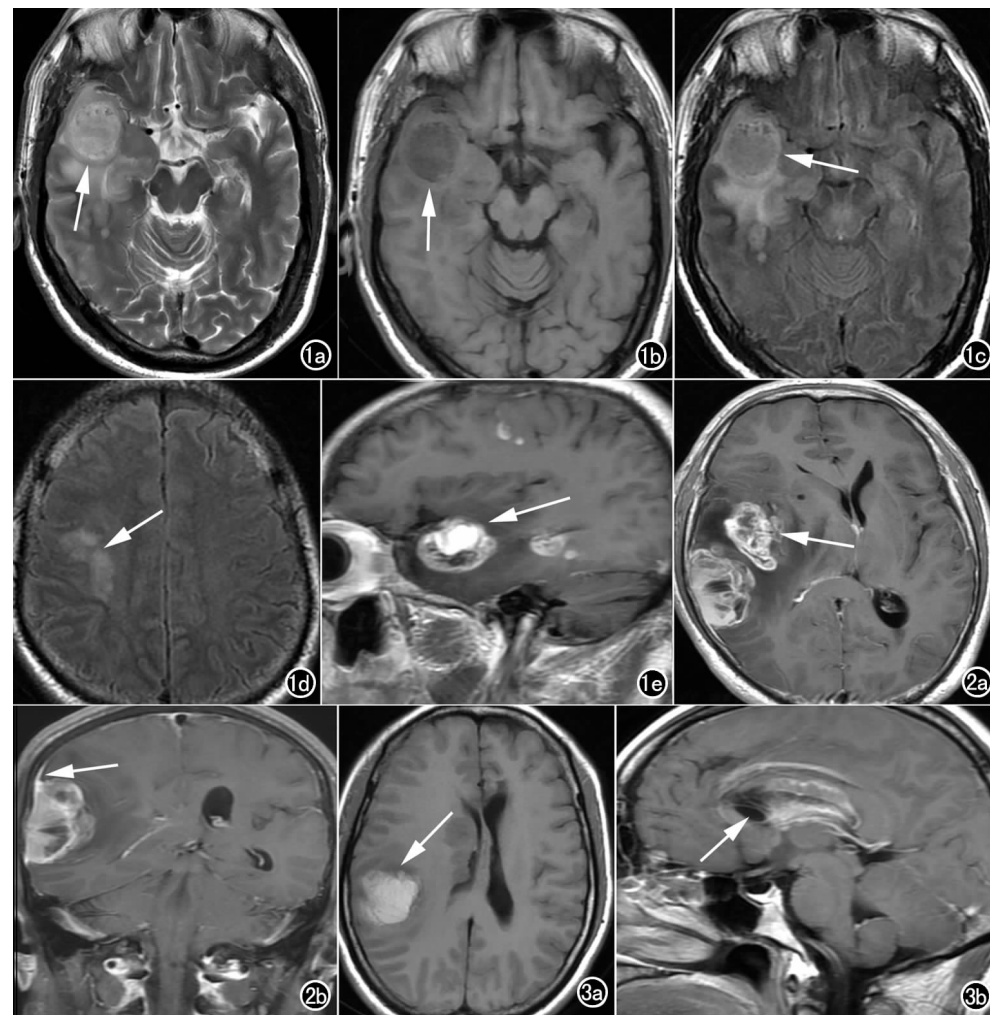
病例 1。右颞叶病灶 (箭)。a) T_2 WI 序列, 病灶呈高信号; b) T_1 WI 序列, 病灶呈低信号; c) FLAIR 序列, 病灶呈高信号, 周围可见中等程度的水肿; d) 右顶叶结节状病灶 FLAIR 上呈高信号, 病灶周围轻度水肿; e) 增强后可见团块状病灶内的结节样明显均匀强化、囊腔偏向一侧。
